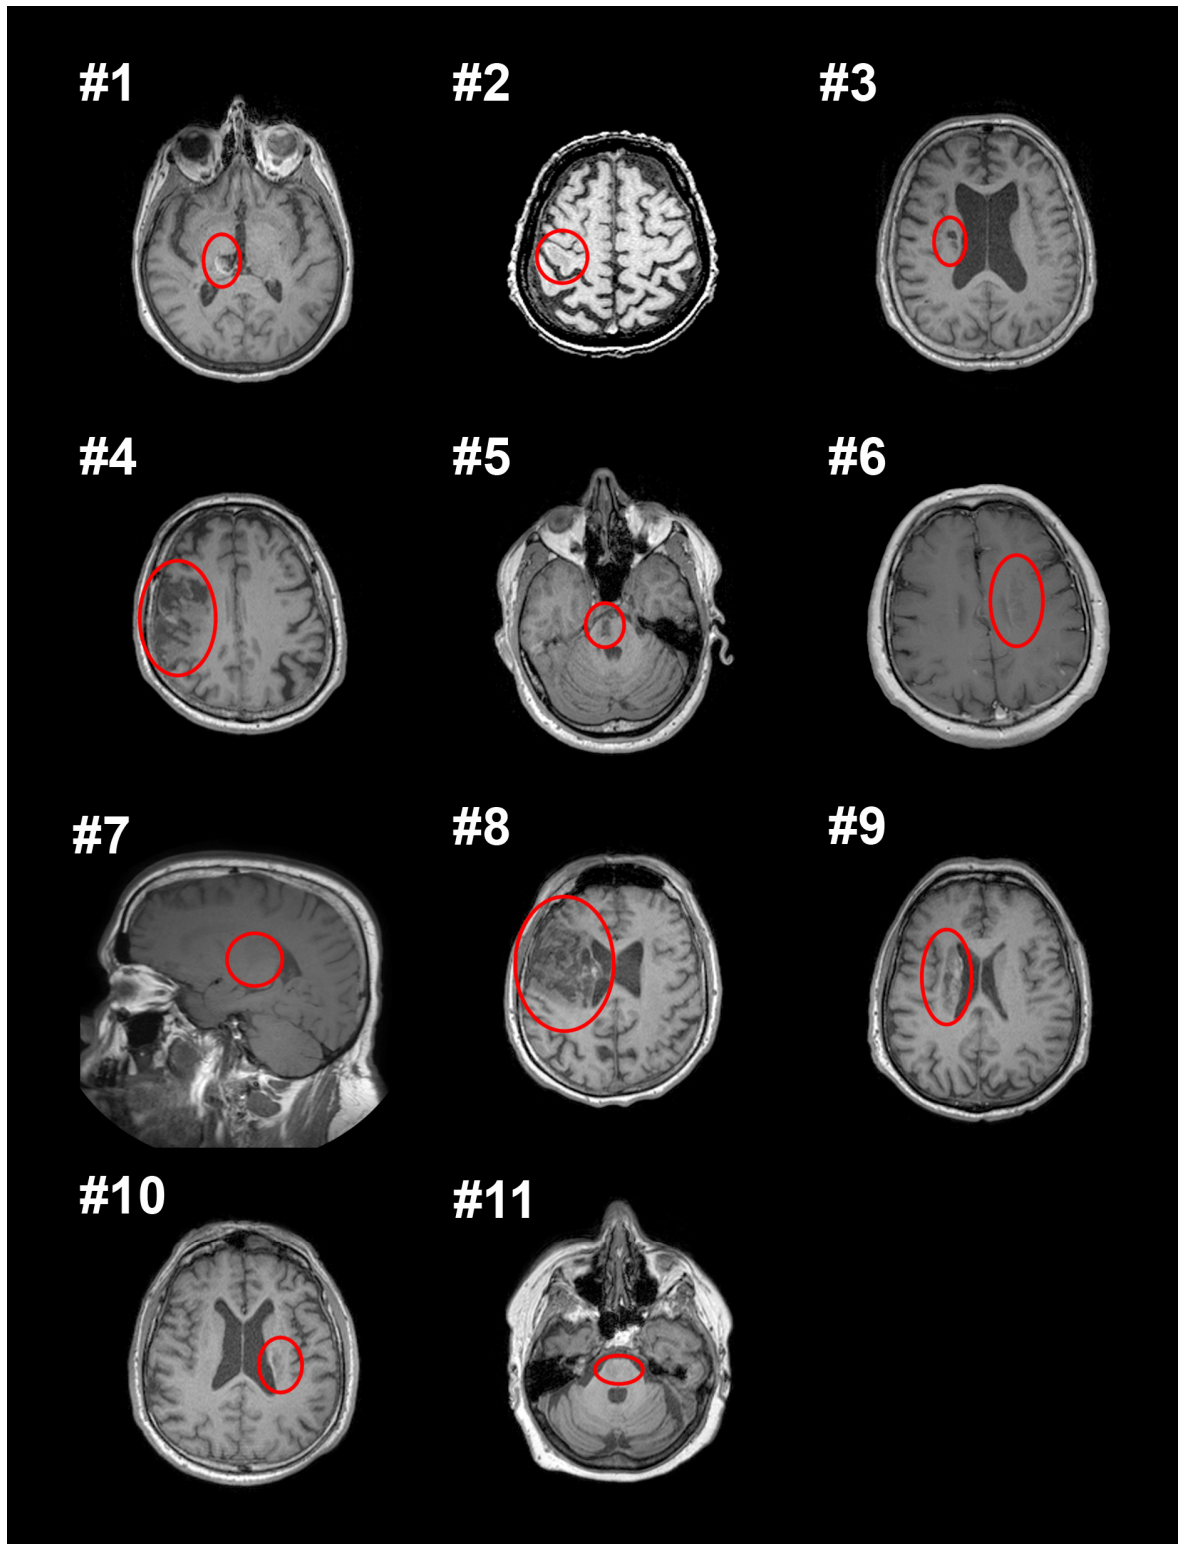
Infarktareale der Studienpatienten (roter Kreis): Darstellung in T1-gewichteten MRT-Schnittbildern mit axialer Schichtführung (radiologische Konvention: rechts im Bild ist gleich links); mit Ausnahme von Patient #7 (= saggitale Schichtführung)
